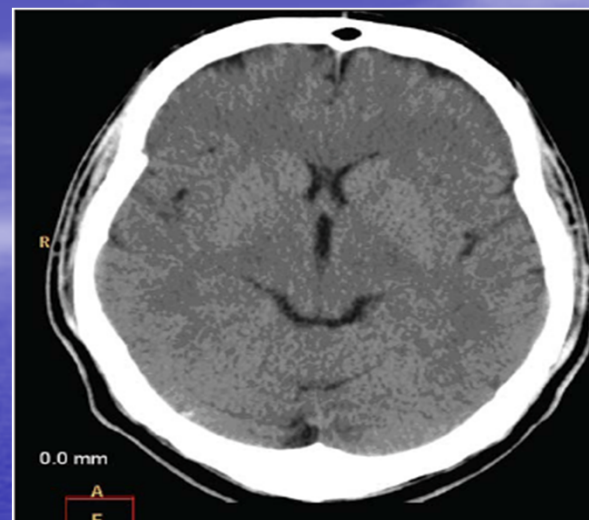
КТ-исследование больной ХИМ I стадии.
